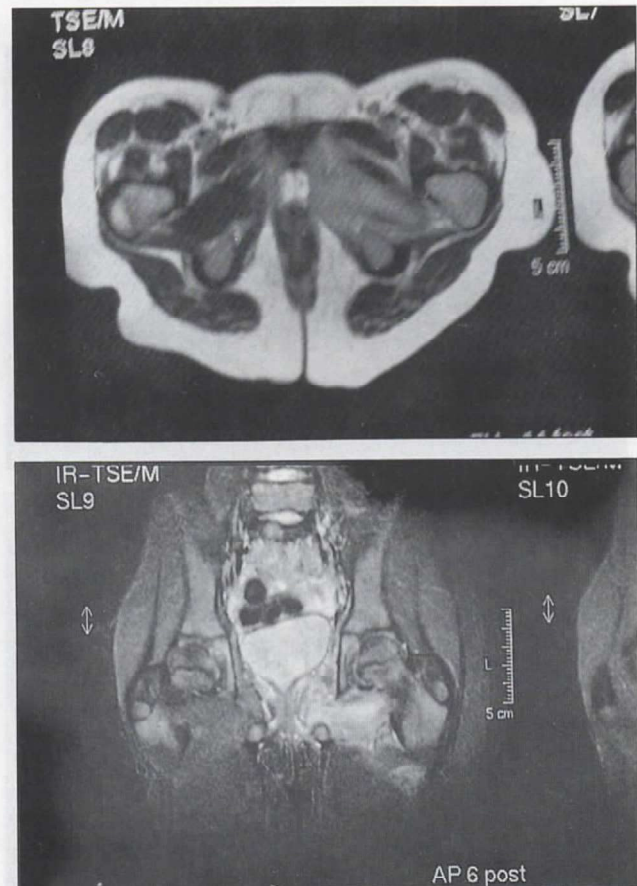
Resonancia magnética tomada el día 3. Se observa aumento de intensidad de señal en el músculo obturador externo, el interno y el pectíneo izquierdos. Es evidente el aumento de tamaño del obturador externo.
